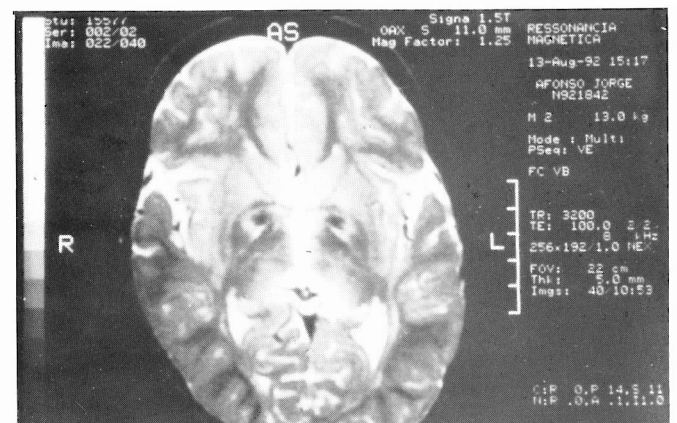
RMN: atrofia cerebelosa em corte axial.
